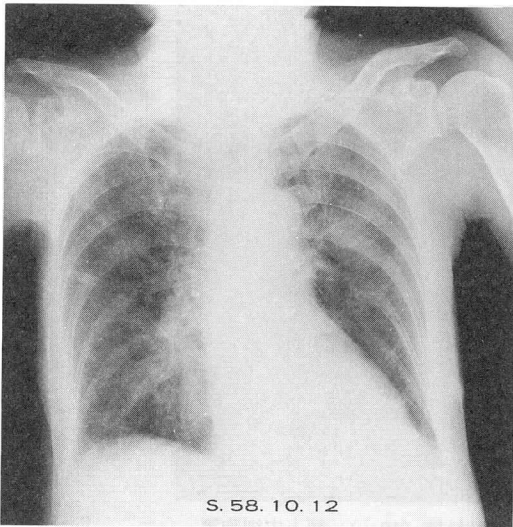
症例2胸部X線写真：両側の少量の葉間胸水と右肺野に散在性の小結節影を認める。
